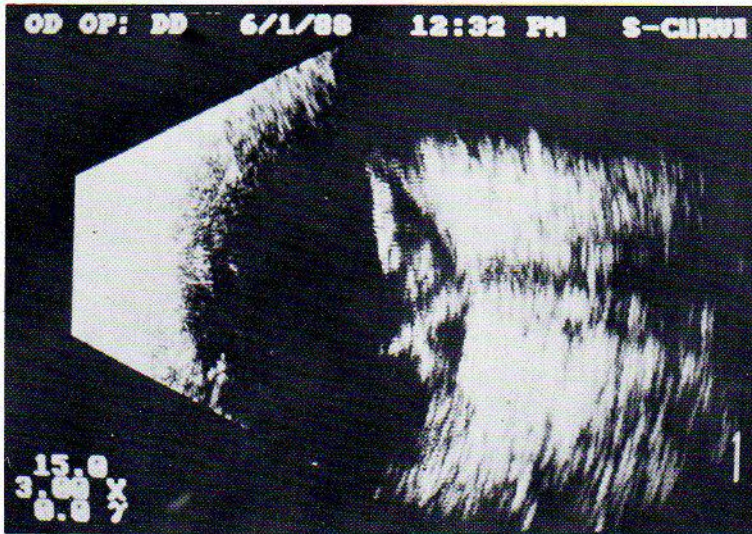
Retinopatia diabetica proliferante; possibile distacco trazionale difficilmente diagnosticabile con l'ecografia standardizzata.
